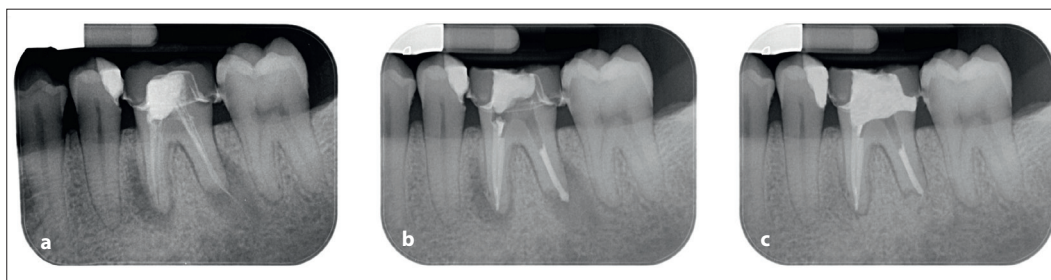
Рентгенограммы: (а) – до ревизии (;b) – после ревизии; (с) – контрольный осмотр
